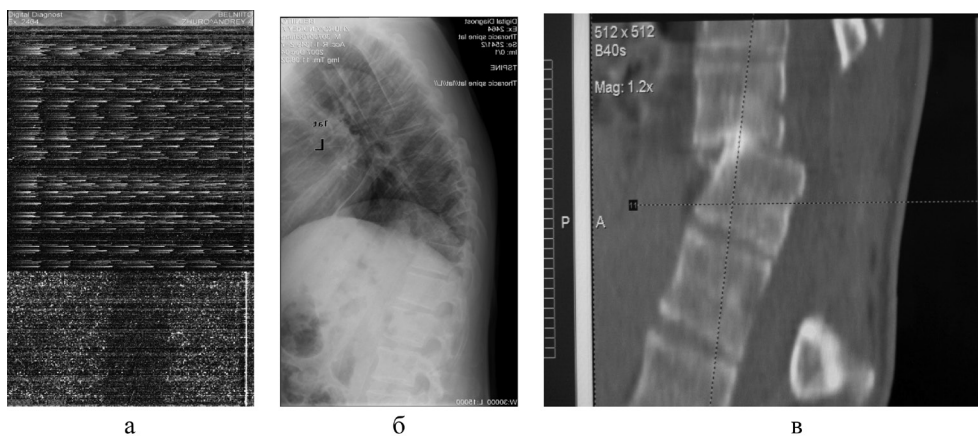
Рентгенограммы (а, б) и компьютерная томограмма (в) пациента Ж. до операции
